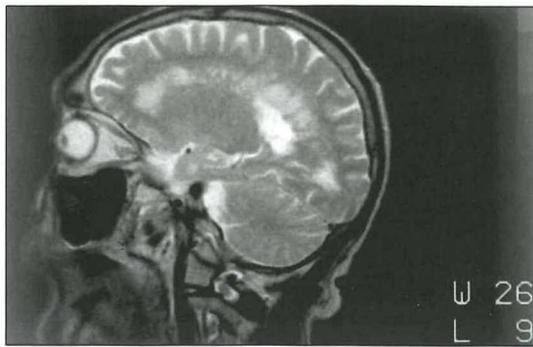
MRT-Untersuchung vom 18.8.95. Im Rho-gewichteten Bild transversal in der Ventrikeldachebene imponieren teils rundliche bis querovale konfluierende white matter lesions peri- und paraventriculär, die im T2-gewichteten Parasagittalschnitt eine radiäre Anordnung zeigen
